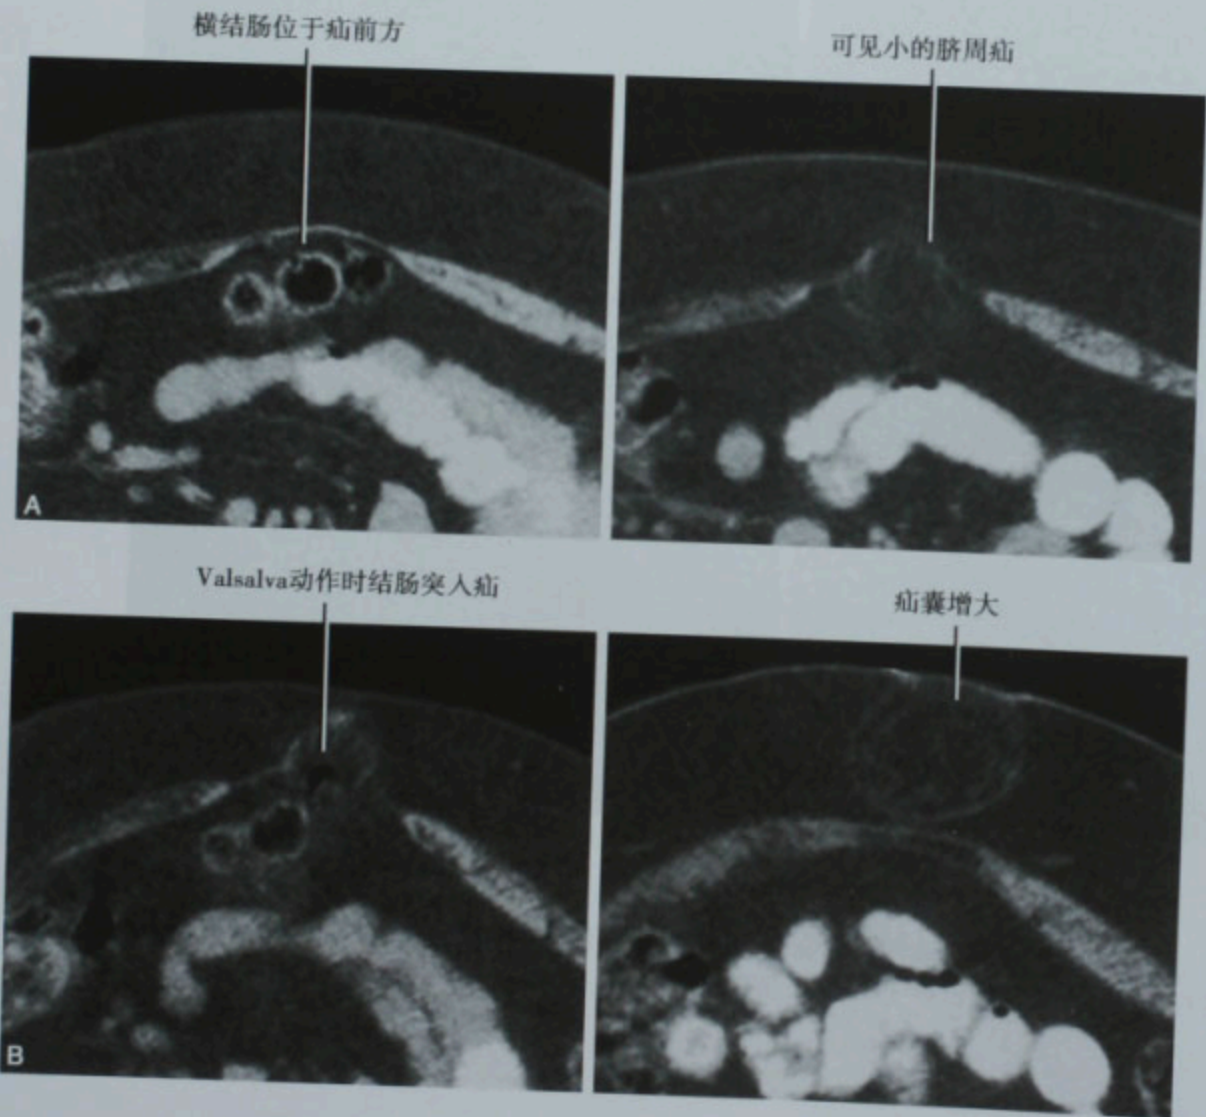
脐周 CT 扫描,首次没有瓦氏动作(A),第 2 次瓦氏动作(B),显示有生理压力下的影像所见的变化
